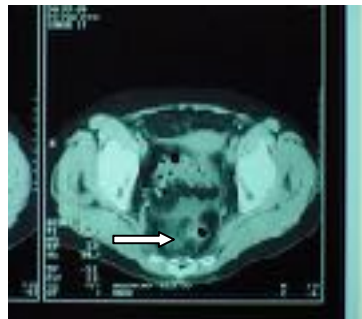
Uncomplicated and complicated diverticulitis based on CT scans.
